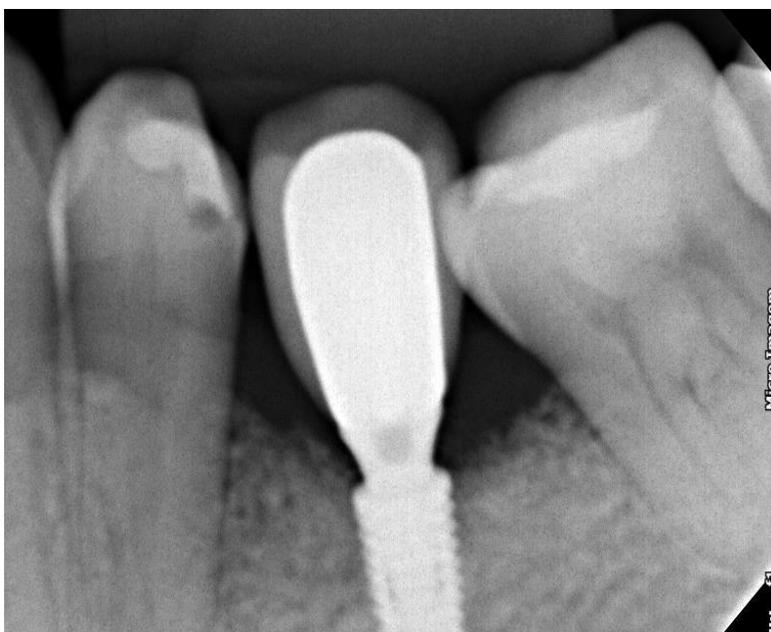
Radiografia periapical de acompanhamento.
